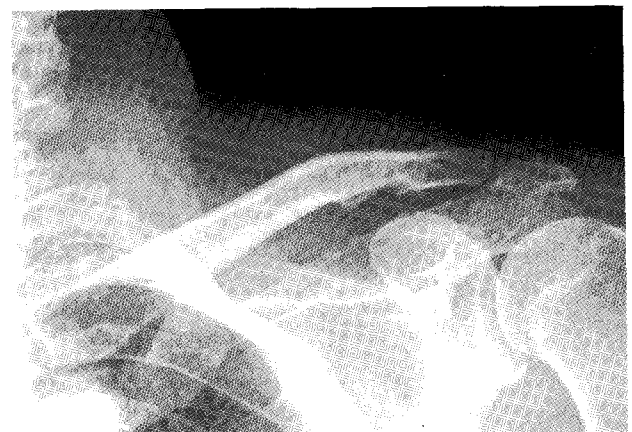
The union of fracture site was found at final X-ray
